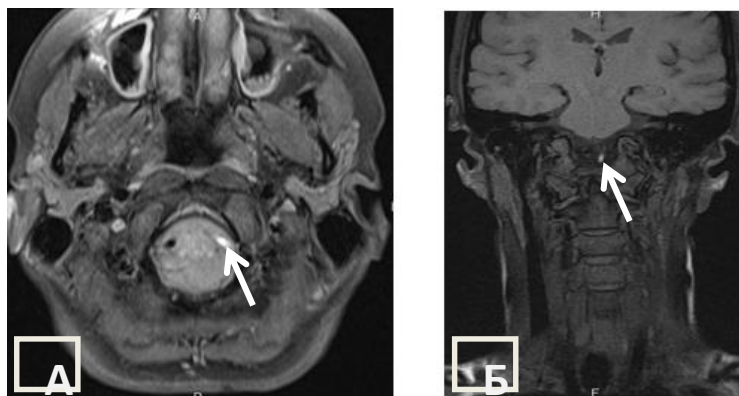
МРТ артерий шеи в режимах T1 fat-sat без контрастного усиления, б-ной Е., 33 лет с диссекцией левой ПА.
